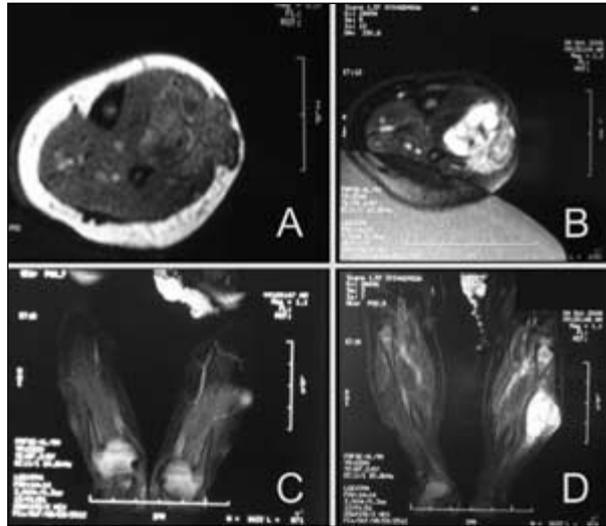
Resonancia magnética: secuencias T1 (A) y T2 + gadolinio (B, C y D).
